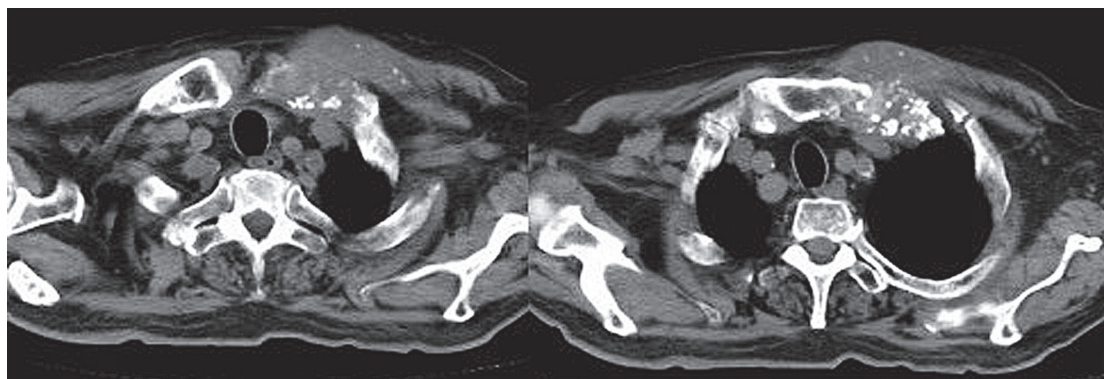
Chest CT after three months of treatment shows reduced size of mass.
